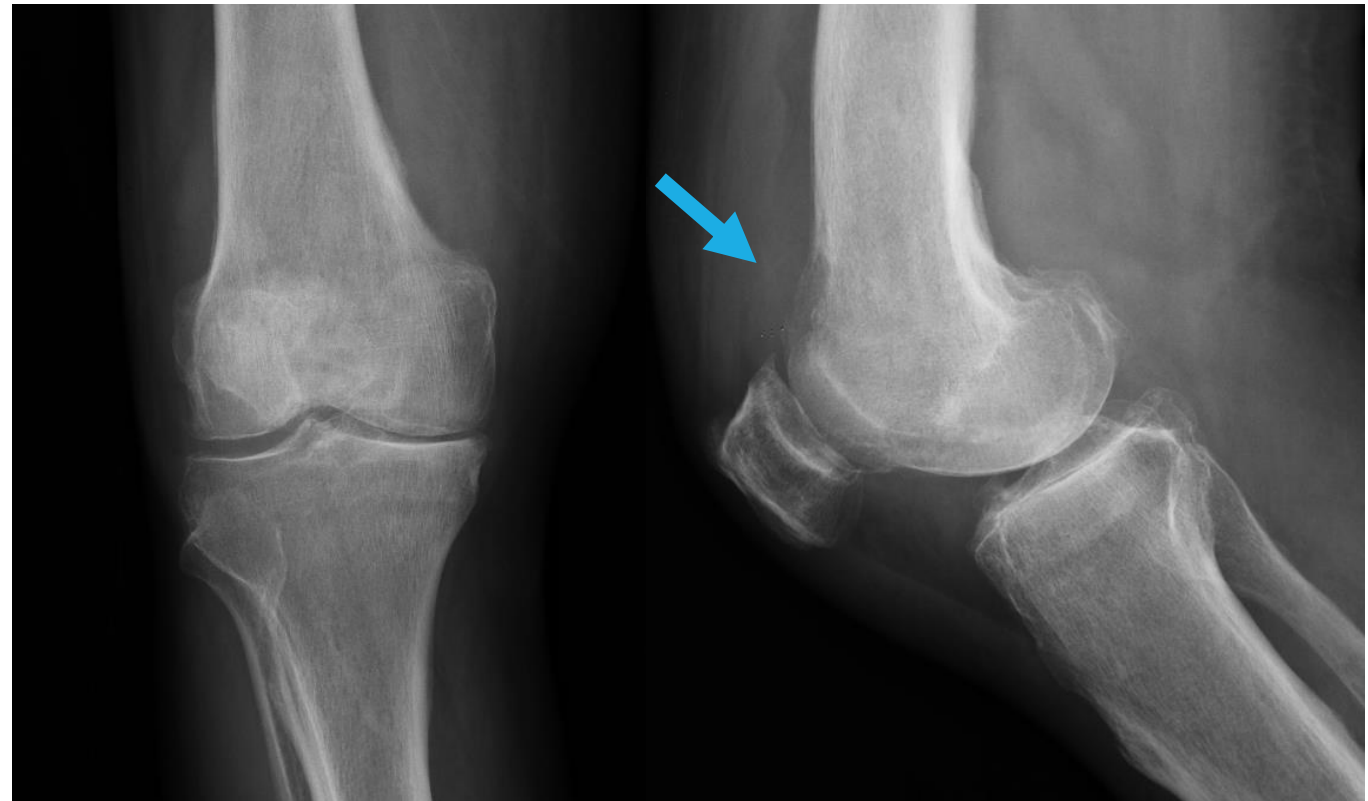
Radiografía anteroposterior y lateral donde se aprecia una gonartrosis grado 3 y una hipodensidad de 21.7x8.7mm en la región anterosuperior de los cóndilos femorales.
